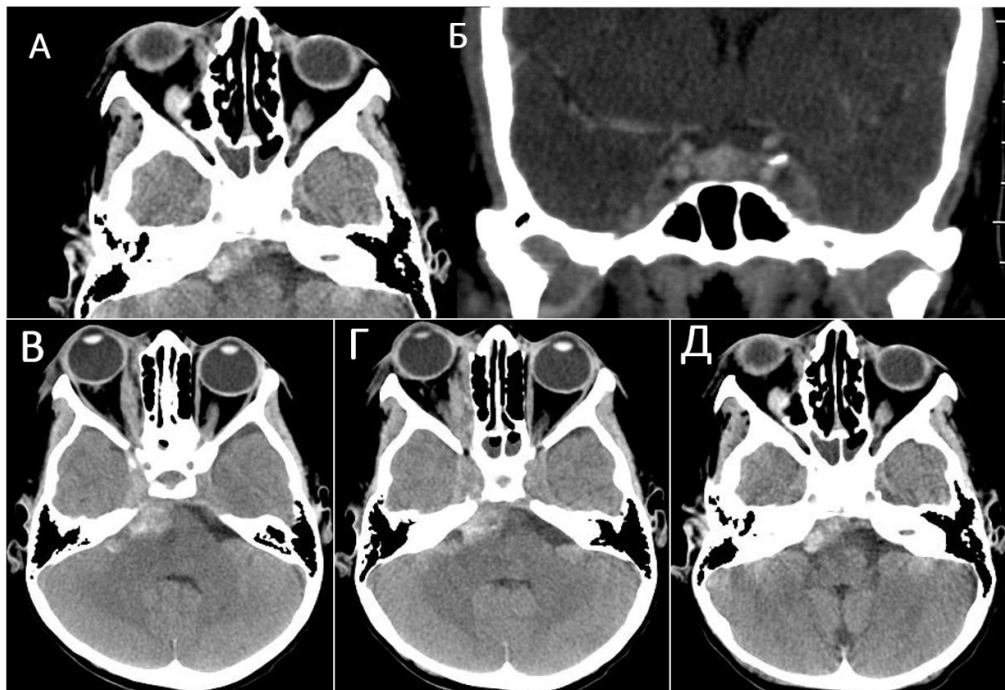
КТ головного мозга без контрастирования в аксиальной (А, В–Д) и коронарной (Б) проекциях пациентки Х., 15 лет. Диагноз: острый двухсторонний гнойный сфеноидит, синус-тромбоз кавернозного синуса. Отмечается зона гиперинтенсивного сигнала без четких границ в проекции кавернозного синуса, больше справа. Вены правой глазницы резко расширены, экзофтальм справа
